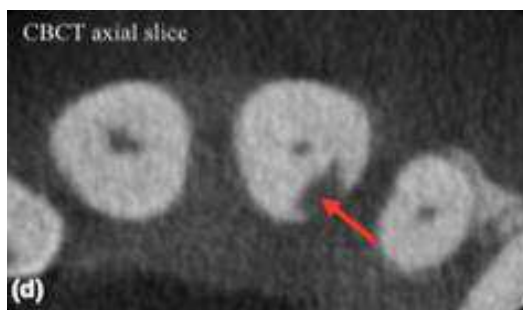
Classificação 3D das lesões de RCI através da determinação de sua altura, difusão circunferencial e proximidade ao canal radicular. As imagens (a), (b) e (c) mostram a altura da lesão de RCI do dente 21 medida com a radiografia periapical (a), e com TC-Cone Beam em corte sagital (b) e corte axial (c).
